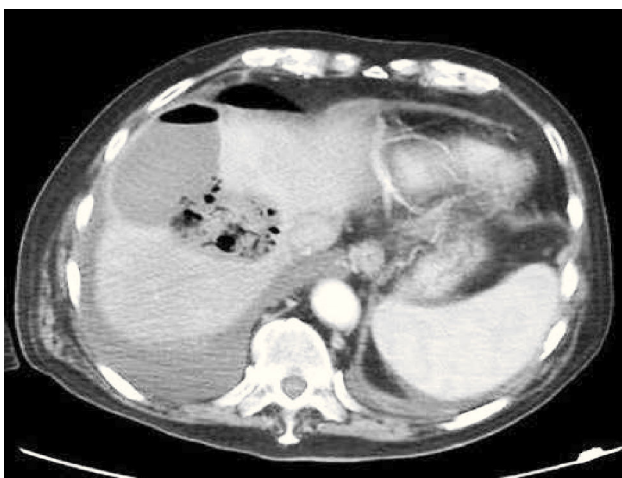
Absceso hepático post radiofrecuencia de hepatocarcinoma. Corte axial de TC muestra colección compatible con absceso en domo hepático.
